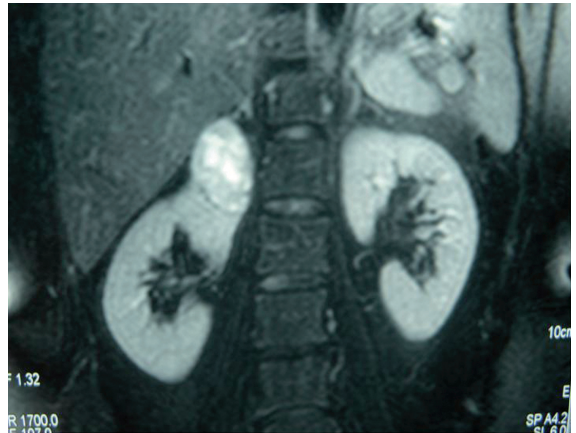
Tumor localizado según RMN.
